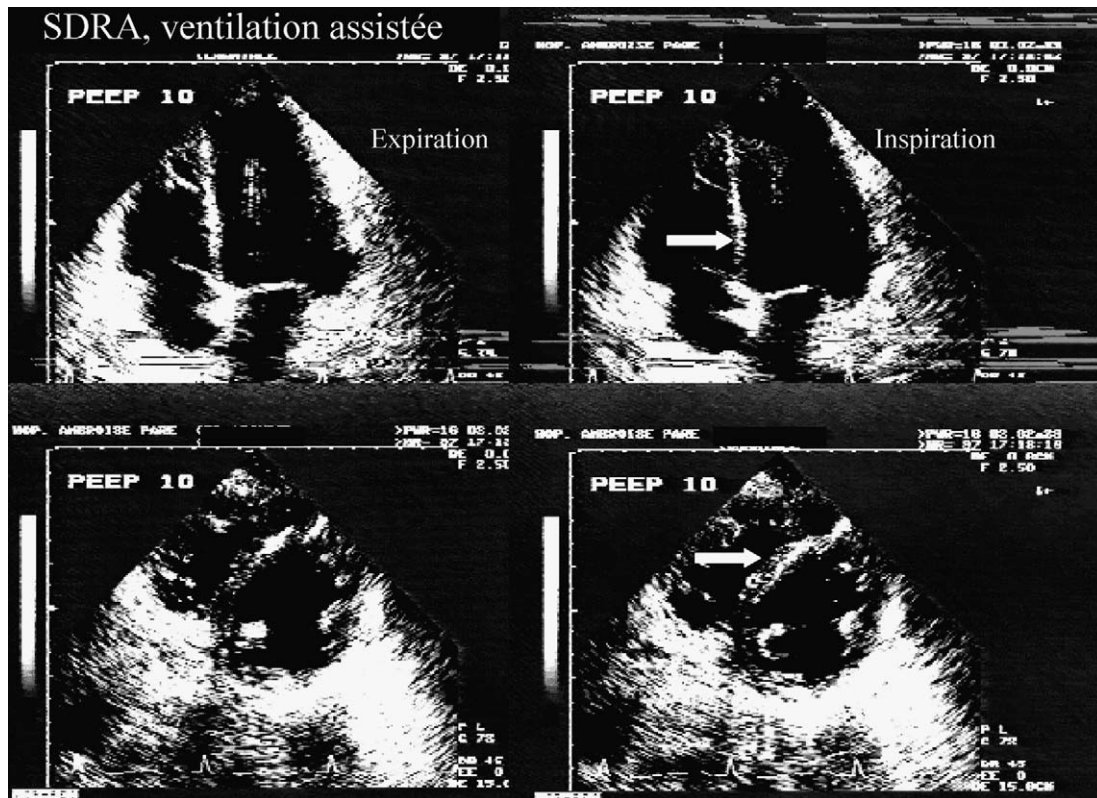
Chez une patiente présentant un syndrome de détresse respiratoire aiguë et soumise à une ventilation assistée avec une pression télé-expiratoire de 10 cm H₂O, examen des cavités cardiaque, en vue apicale quatre cavités (en haut), et en petit axe parasternal (en bas). Les enregistrements correspondent à la fin de la diastole. Noter, en phase inspiratoire, l'élargissement de la cavité ventriculaire droite, qui entraîne un déplacement septal (flèche).
